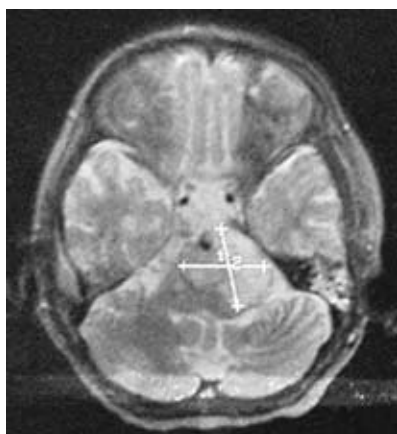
Компьютерная томограмма головного мозга. Аксиальная проекция. Анапластическая астроцитома ствола мозга (мост). 1, 2 — размеры опухоли
